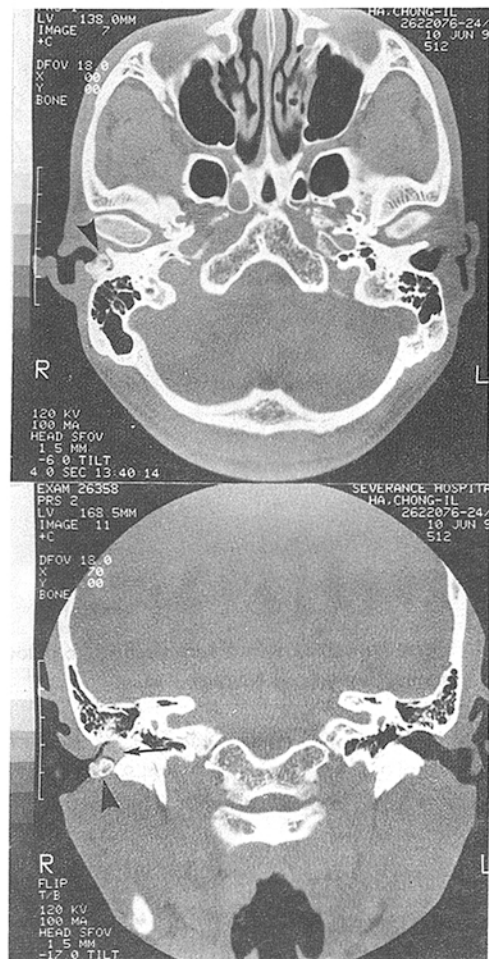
High-resolution computed tomographic scan of the right temporal bone demonstrating a discrete lobulated bony mass on tympanomastoid suture line(arrow without tail) and a soft tissue density(arrow with tail) medial to the osteoma.
